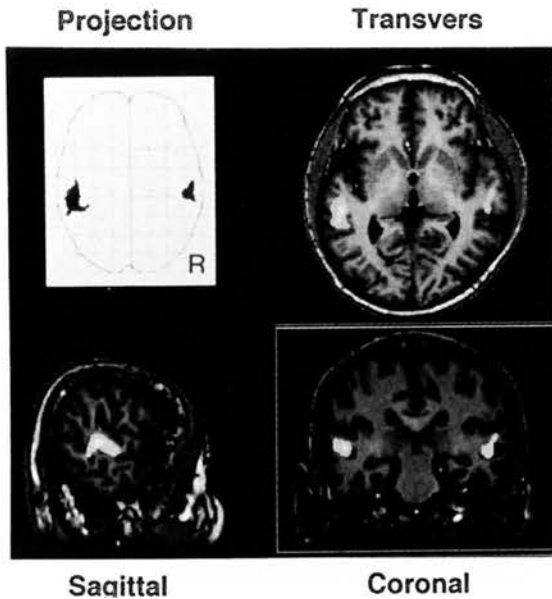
Activation of area of the brain by  $^{15}\text{O}$ -labelled water and PET study. The activated areas were superimposed onto the subject's magnetic resonance imaging. We found that sign language activated the supratentorial gyri bilaterally by the task of video of sign-language words.
